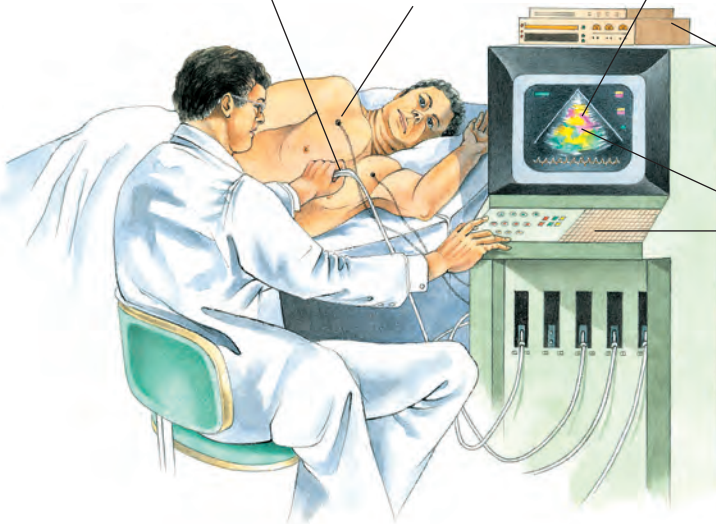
Echokardiografie (Echo)
